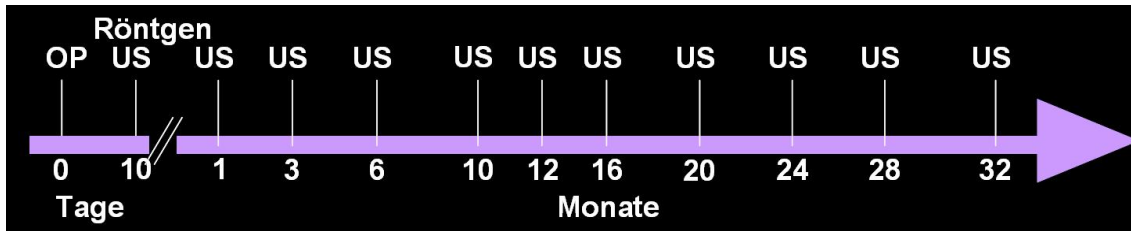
Zeitplan der klinischen, röntgenologischen und sonographischen (US) Nachsorgeuntersuchungen
